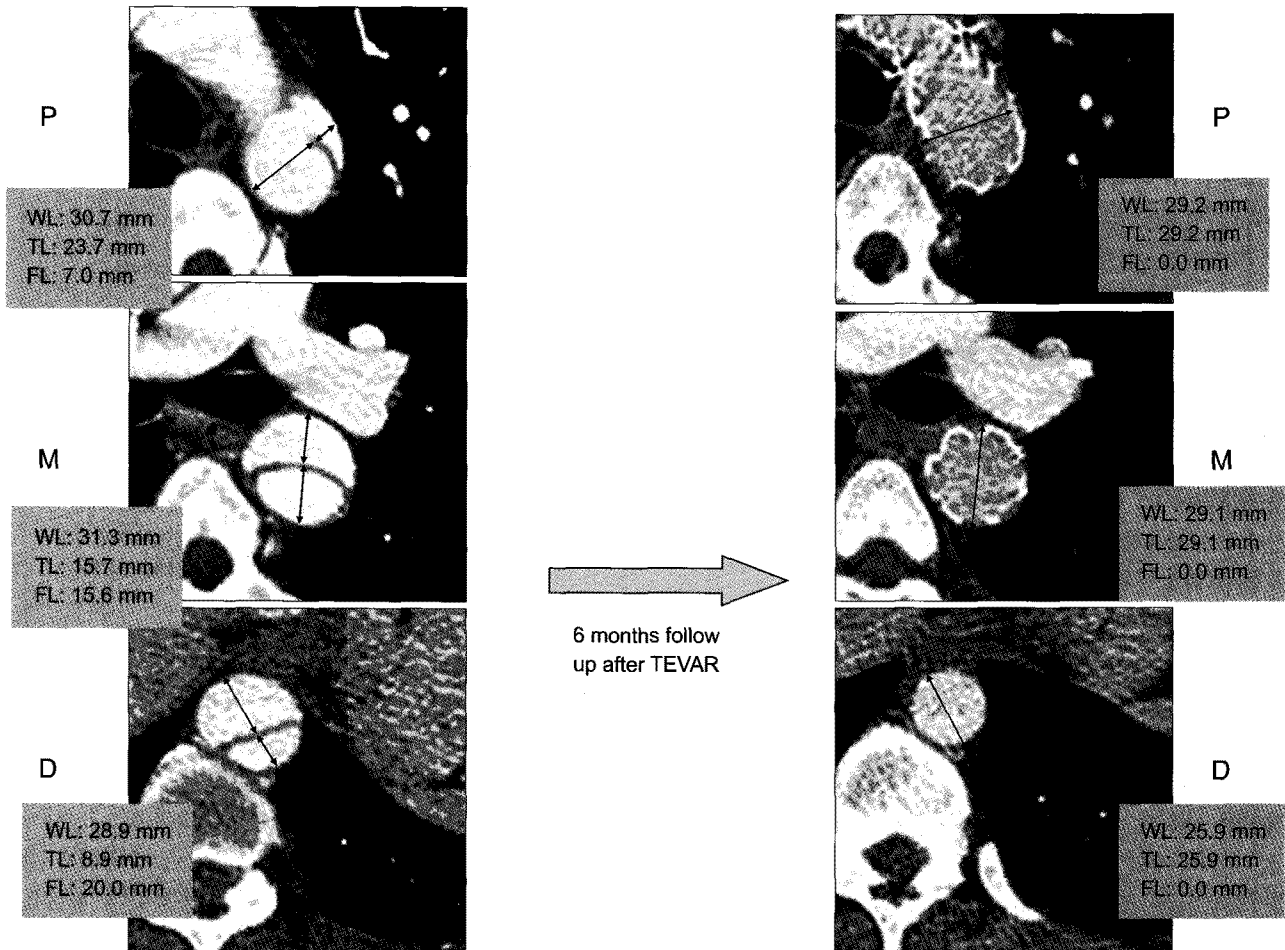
CT angiography was done preoperatively and 6 month after TEVAR* and the whole lumen (WL), true lumen (TL) and false lumen (FL) diameters were measured. *TEVAR=Thoracic endovascular aortic repair.
